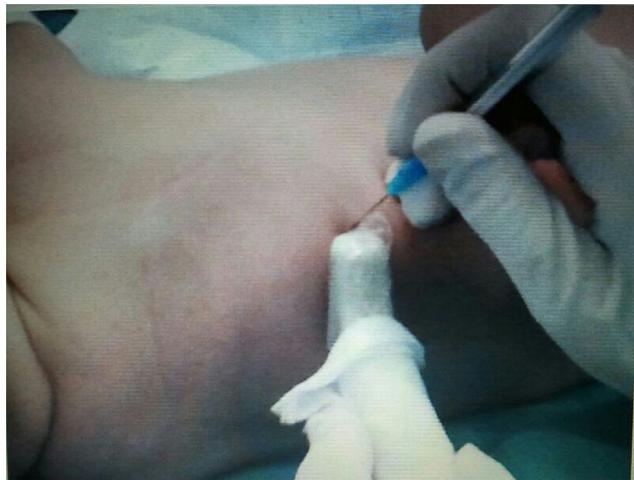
Realización de bloqueo paravertebral guiado por ecografía en paciente con EHP.
